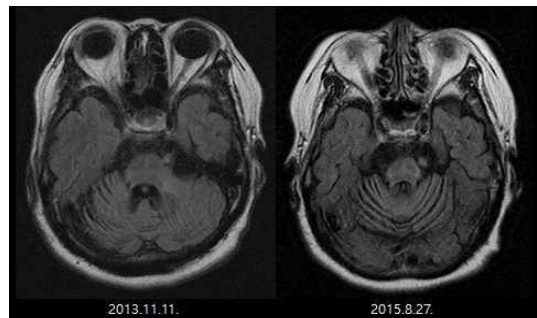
Brain MRI T2 flair axial view.
